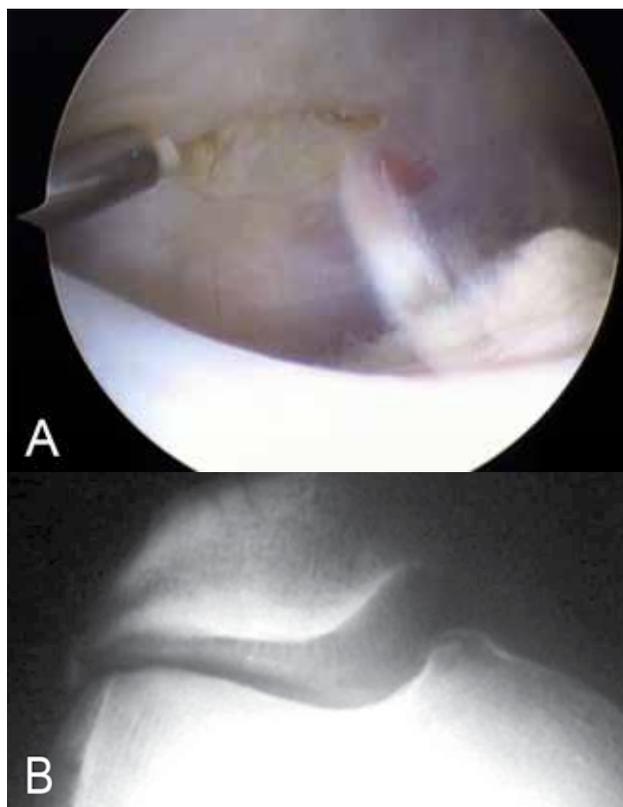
A) Liberación del retináculo lateral con radiofrecuencia. B) Radiografía axial de rodilla con inclinación lateral y osteofito de tracción.
